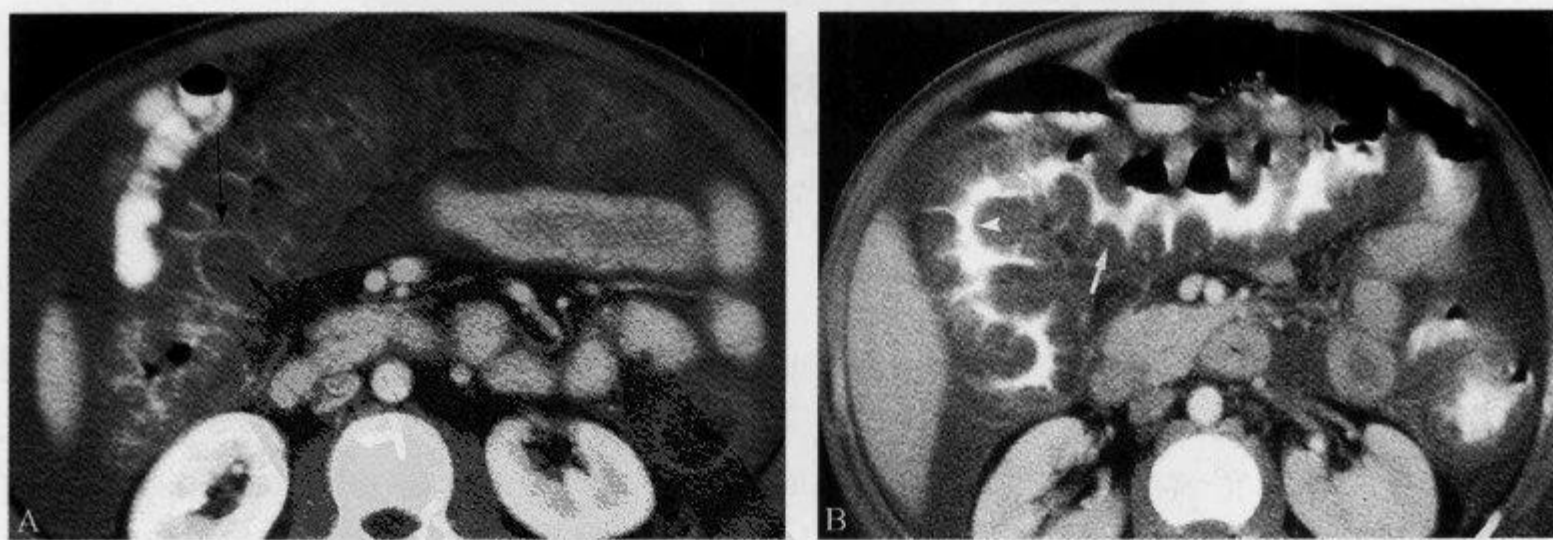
假膜性结肠炎,CT 示“手风琴征”(二)
